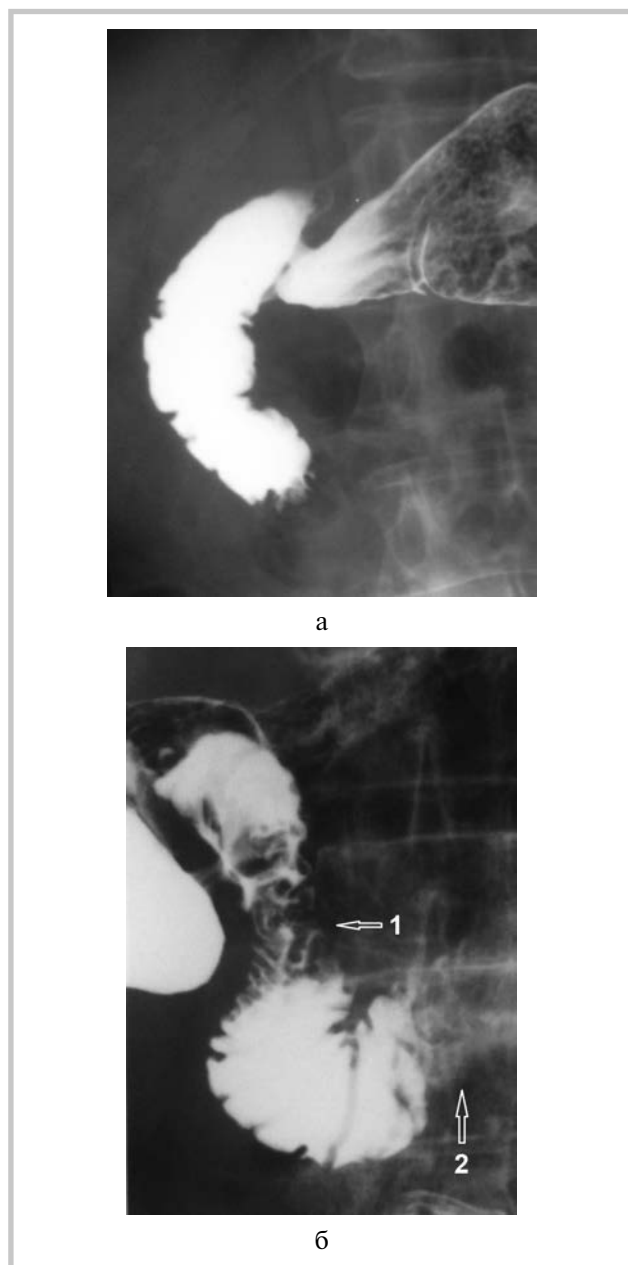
Рентгенограммы гастродуоденальной зоны после приема бария с витамином С.
